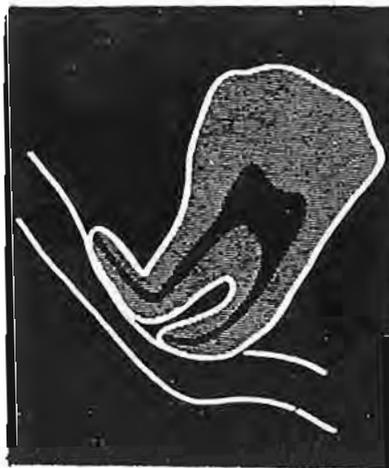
Immagine radiografica di restringimento del canale mandibolare.
